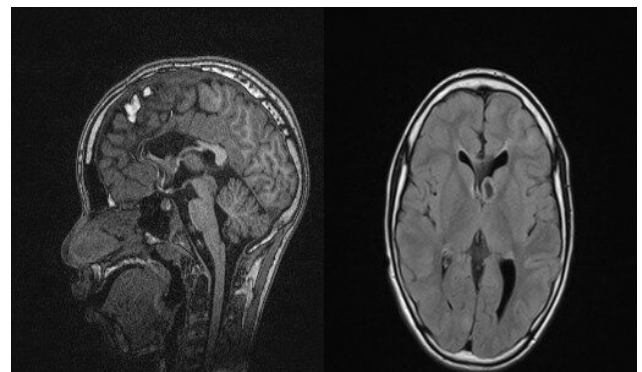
Resonancia cerebral simple 1,5T: se observan nódulos subependimarios granulomatosos calcificados frontales
